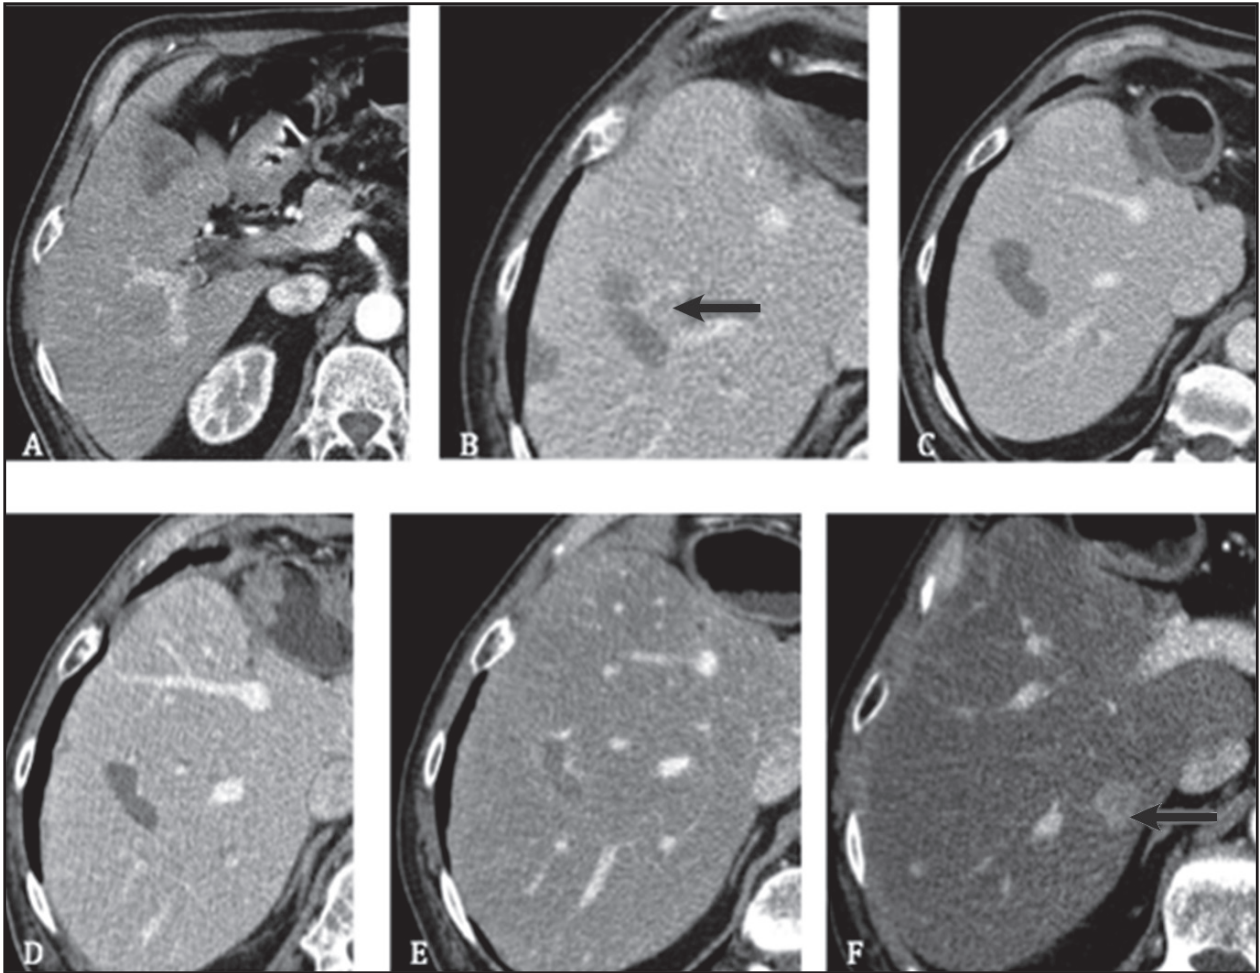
Paciente varón de 80 años que debutó con un tumor neuroendocrino intestinal en el año 2000, con una oclusión intestinal. Posteriormente presentó metástasis hepáticas diagnosticadas en 2007, en el segmento IVb y VII. Se propuso tratamiento combinado, resección quirúrgica y radiofrecuencia. A. Imagen de la metástasis hepática en segmento IVb que fue resecada con una hepatectomía izquierda. B. Imagen de la metástasis en segmento VII postablación por RF, donde se puede observar el efecto heat sink (flecha) por la proximidad de un vaso. C. Imagen de la misma lesión en segmento VII postablación a los dos años, confirmando el control local y reducción del tamaño. D. TC abdominal control a los 5 años, con disminución progresiva de la lesión, de baja densidad. E. Imagen postablación del segmento IV con clara reducción del tamaño, a los 7 años. F. TC abdominal en fase arterial tardía que se evidencia recidiva de la enfermedad con una nueva lesión en segmento VII a los 14 años del diagnóstico inicial (flecha), actualmente pendiente de nueva ablación.
